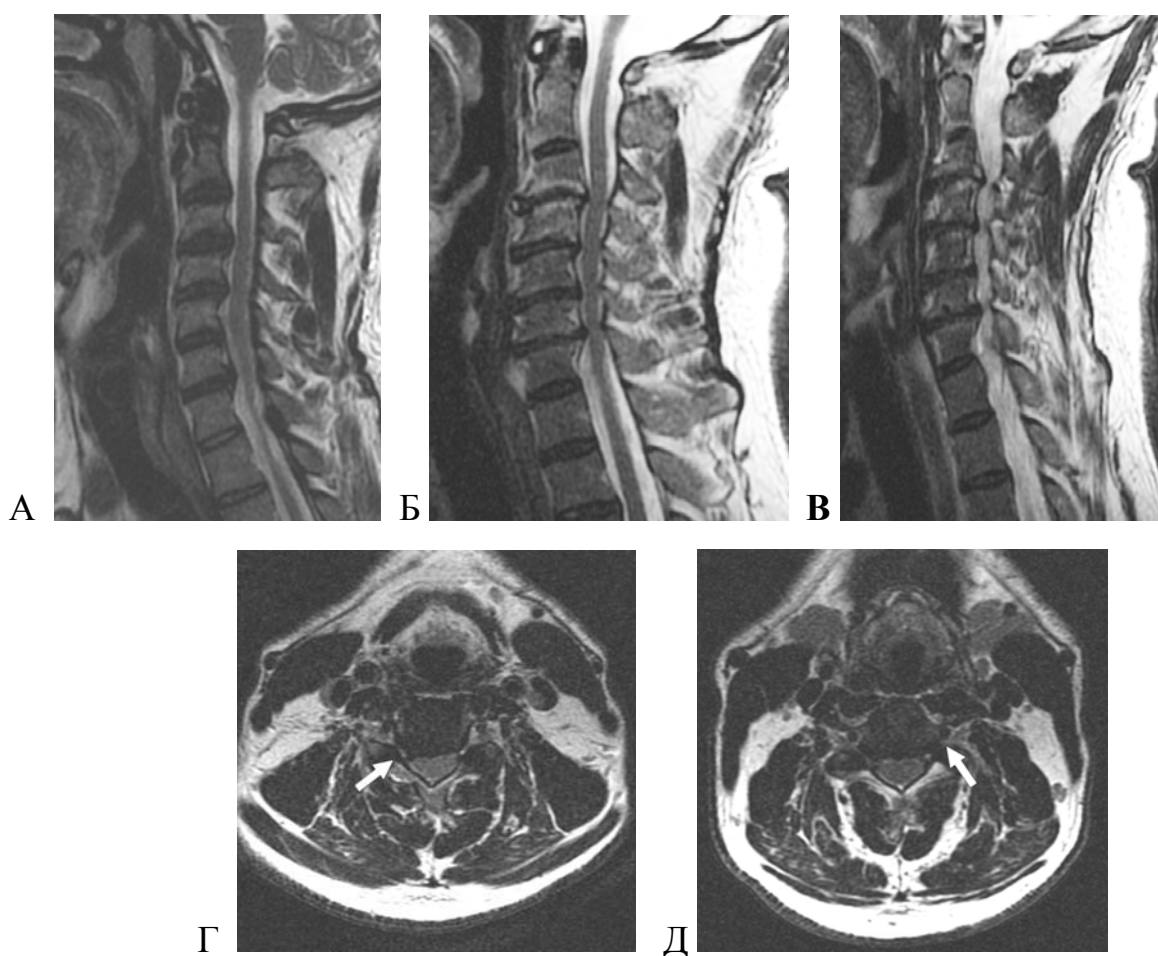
Больная И, 63 года. МР-томограммы: А – многоуровневый стеноз шейного отдела позвоночника; Б – комбинированный многоуровневый стеноз шейного отдела позвоночника; В – артроз межпозвонковых суставов, задние остеофиты; Г – заднее-боковая грыжа диска с правосторонним фораминальным компонентом; Д – сдавление левой позвоночной артерии остеофитом и грыжей диска
